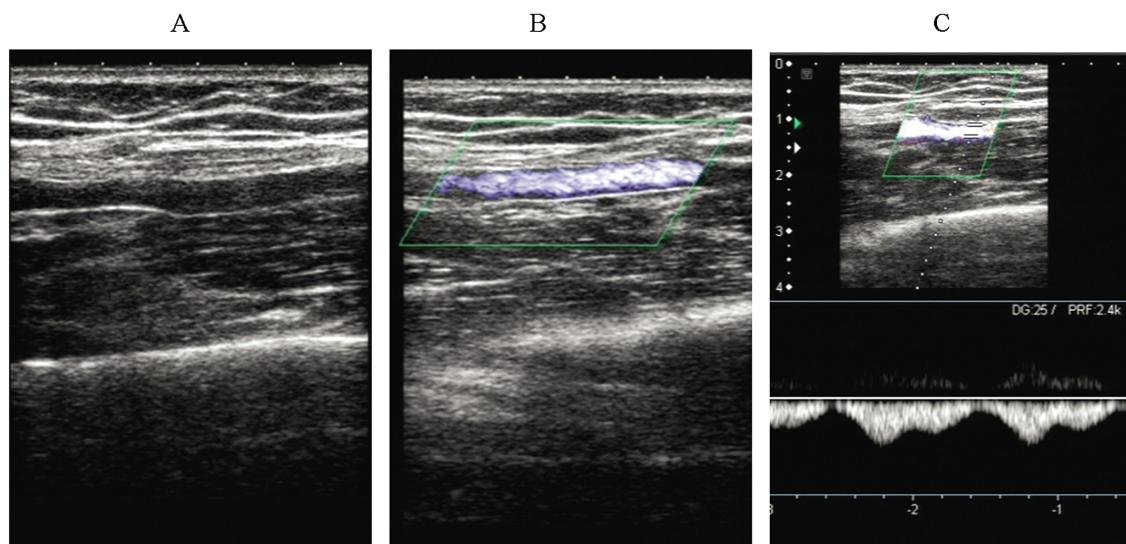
穿刺前,B型超声(A)、彩色多普勒超声(B)及频谱多普勒超声(C)显示靶静脉
